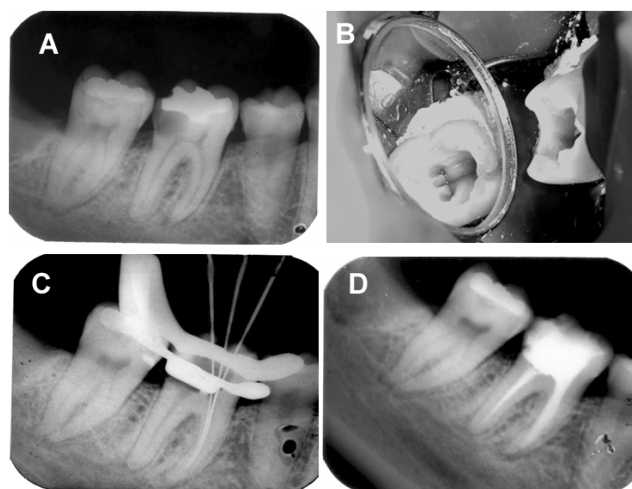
Caso clínico de primeiro molar inferior esquerdo com três canais na raiz mesial. (A) Radiografia inicial. (B) Visualização da entrada de três canais na raiz mesial. (C) Radiografia odontométrica. (D) Radiografia final.
